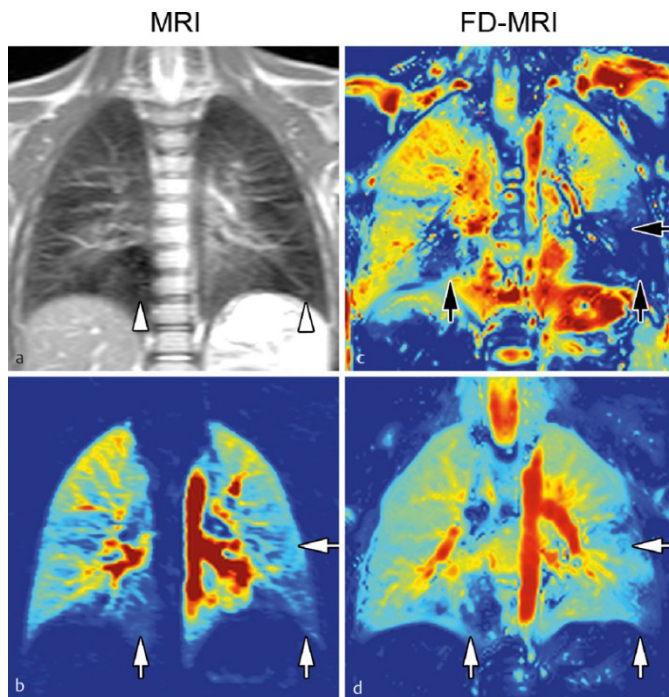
Arquivo de Fortsch Röntgenstr, Imaging of Cystic Fibrosis Lung Disease and Clinical Interpretation, 2016. Evidenciando RM (A) Imagens combinadas sem contraste de ventilação e perfusão usando a RM. As setas brancas evidenciam áreas com redução do sinal do parênquima, imagem em pondera T2. (B) RM de perfusão com contraste revelou áreas de perfusão reduzida compatíveis com a imagem A. (C e D) RM de decomposição de Fourier evidenciando áreas de ventilação reduzida (setas pretas em C) e áreas de perfusão reduzidas (setas brancas em D) sem a utilização de contraste.
